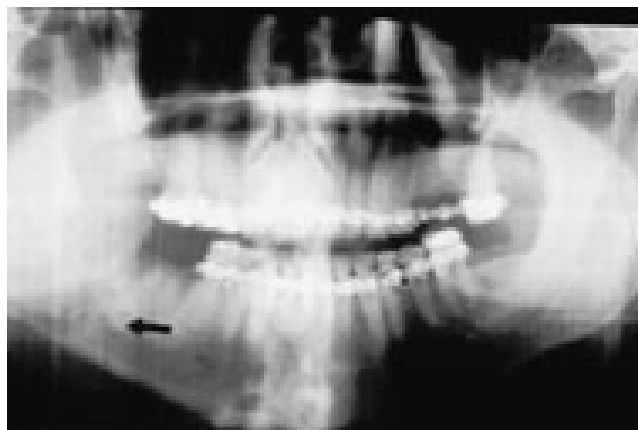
Radiografía postoperatoria del paciente de la figura 8 después de la reducción de la fractura de ángulo mandibular derecho.
